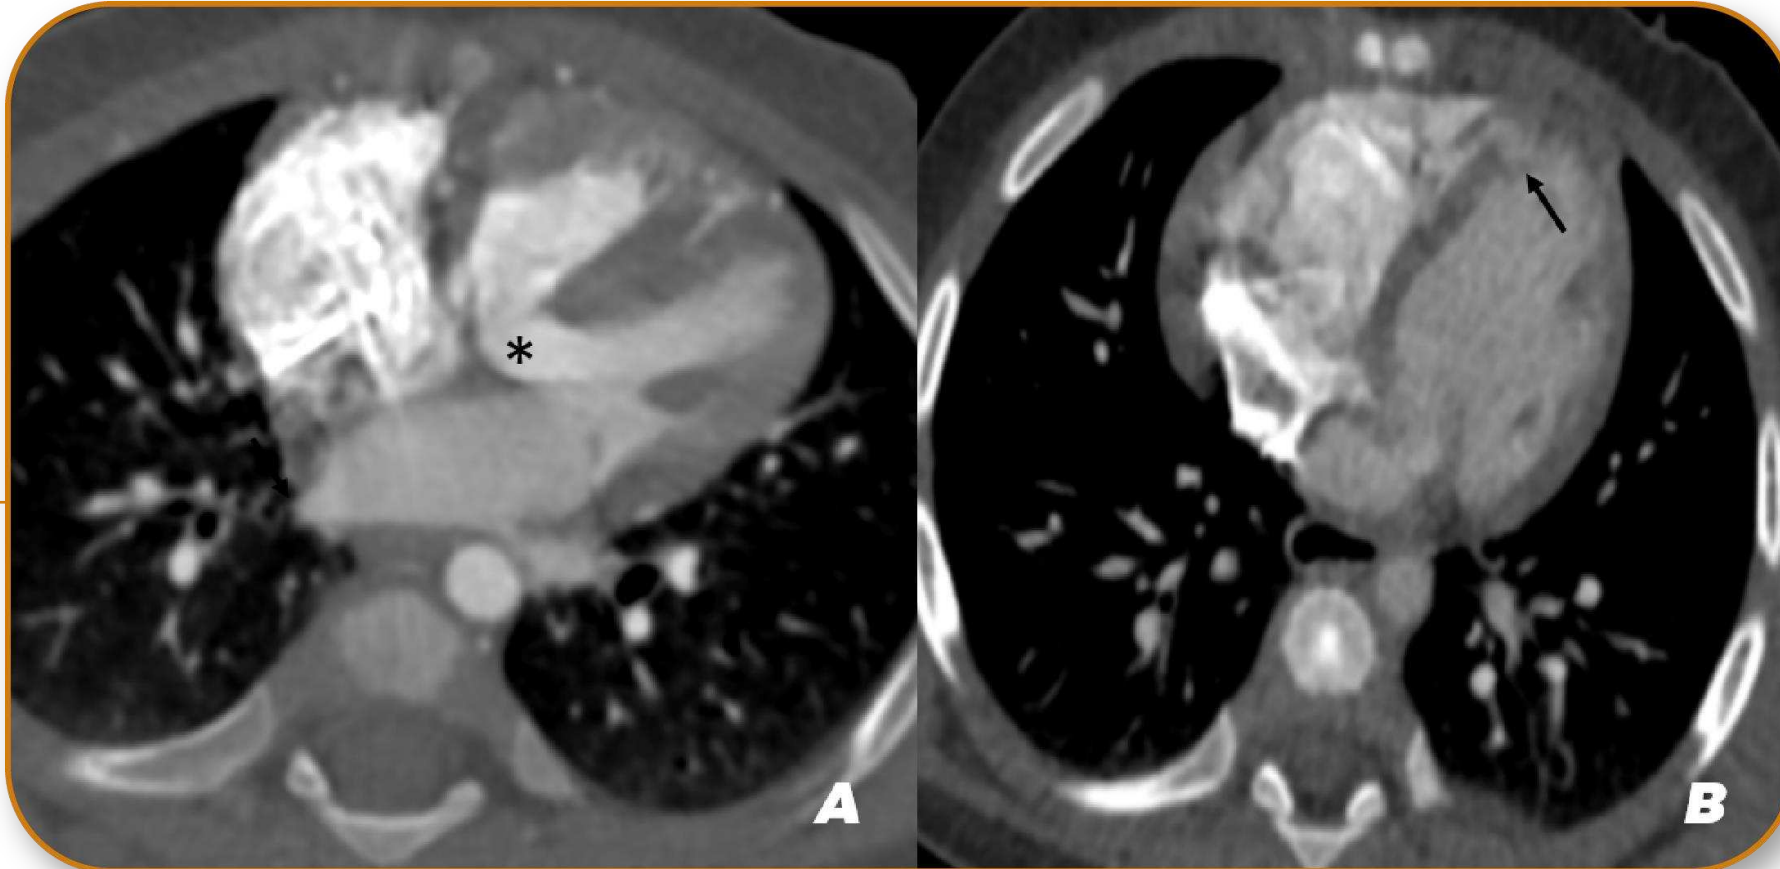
TC cardíaca en plano axial 4 cámaras muestra en imagen (A) defecto del septum interventricular en porción membranosa (asterisco) y (B) porción muscular a nivel del ápex (flecha).
